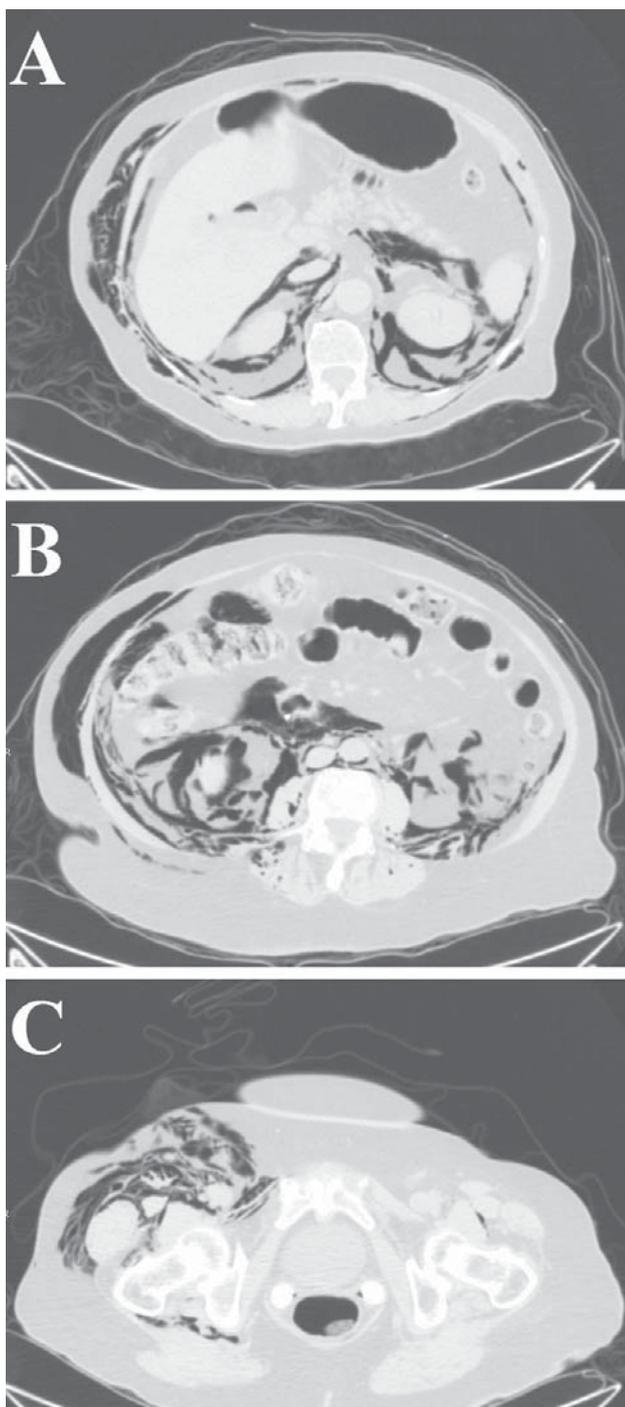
A. TC de abdomen que muestra la presencia de enfisema subcutáneo, neumoperitoneo y retroneumoperitoneo. B. TC de abdomen que muestra la presencia de enfisema subcutáneo y retroneumoperitoneo. C. TC de pelvis que muestra la presencia de enfisema subcutáneo a nivel del miembro inferior derecho.
